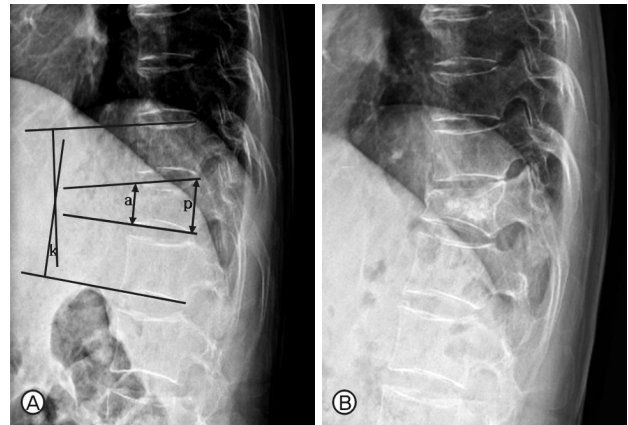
A. Preoperative X-ray shows the compression fracture of vertebral body. k: kyphotic angle by Cobb's method, a: height of anterior column, p: height of posterior column. B. Postoperative X-ray injected in CaP shows more compressed vertebral body than preoperative.
